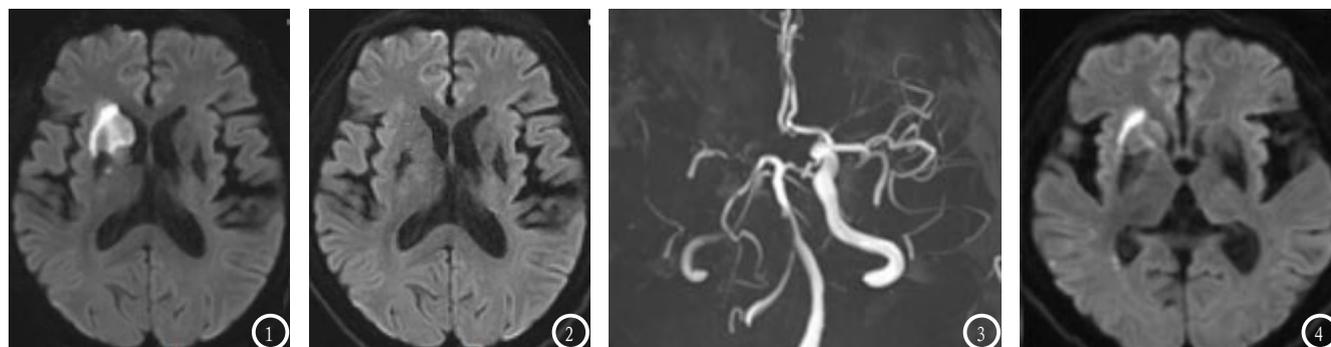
3为治疗前DWI、FLAIR、MRA图像,图4为治疗后DWI图像。
